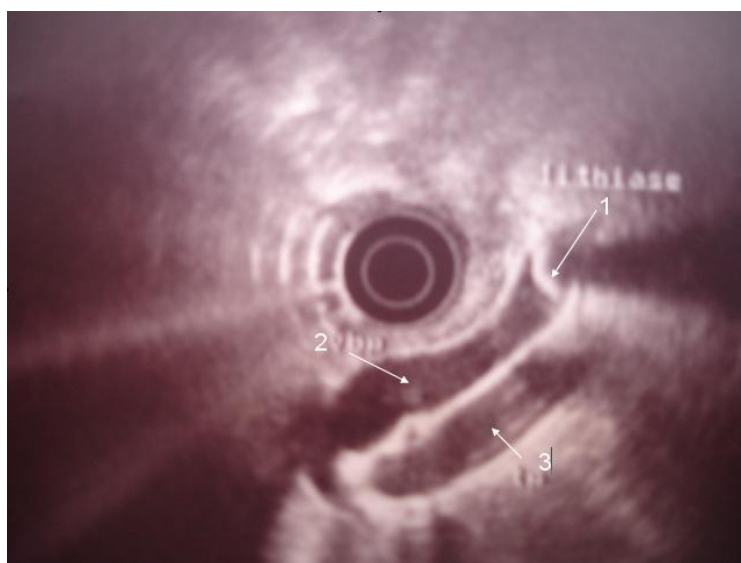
image échographique montrant une lithiase de la voie biliaire principale avec dilatation de celle-ci. Lithiase (1) ; VBP (2) ; tronc porte (3)
